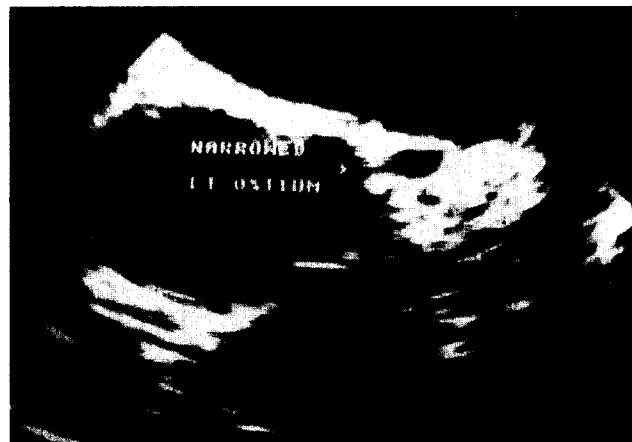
술전 경식도 초음파 소견. 좁아진 좌관상동맥 입구의 소견이 관찰됨
